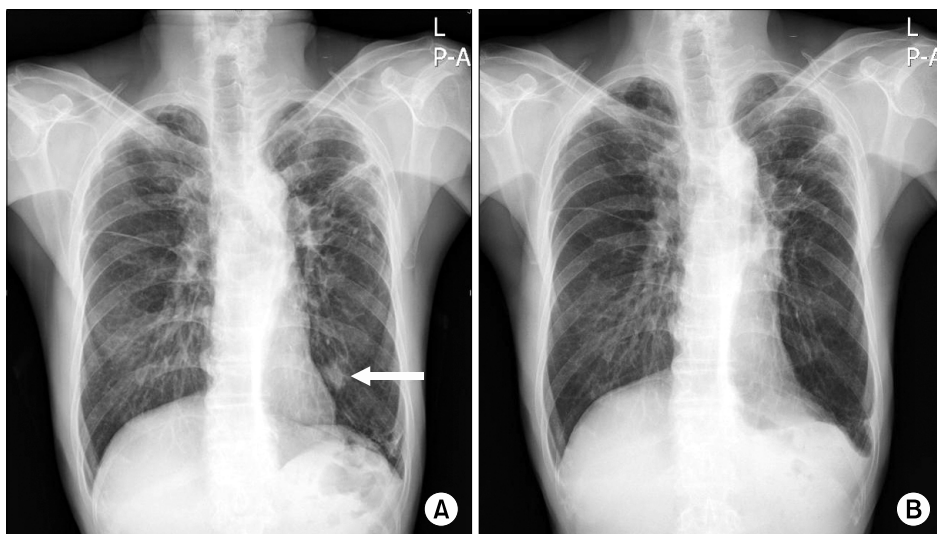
Chest radiograph showed a newly appeared solitary nodule (arrow) in the left lower lung (A) compared with a chest radiograph taken a year ago (B).
